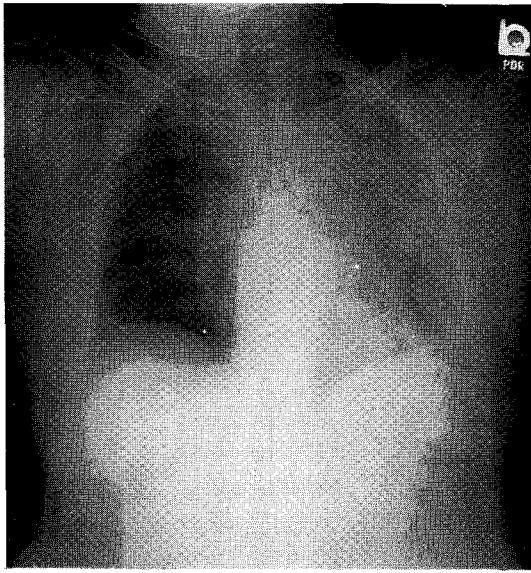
Follow-up chest AP radiograph shows diffuse increase density in the left lung. Subtle increased density is also seen in right upper and mid-lung zone after two days of admission.
